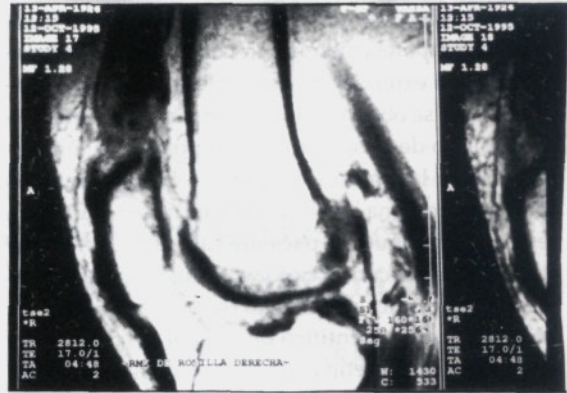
Imágenes por resonancia magnética de la rodilla afectada. Se observa la falta de continuidad de la inserción del tendón cuadriceps en el polo superior de la rótula.
